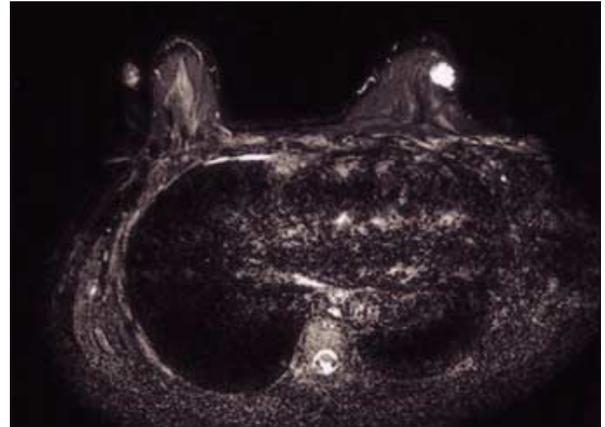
Fiftyone years old female has biopsy confirmed cavernous hemangiomas in left breast and axilla. Preoperative MRI, fat suppression T2 weighted axial image reveals about 1.4 cm sized round high signal intensity nodule in subcutaneous fat layer in left upper outer quadrant. Another nodules also reveals round high signal intensity nodule with round low signal intensity calcification in more upper portion of this lesion.
